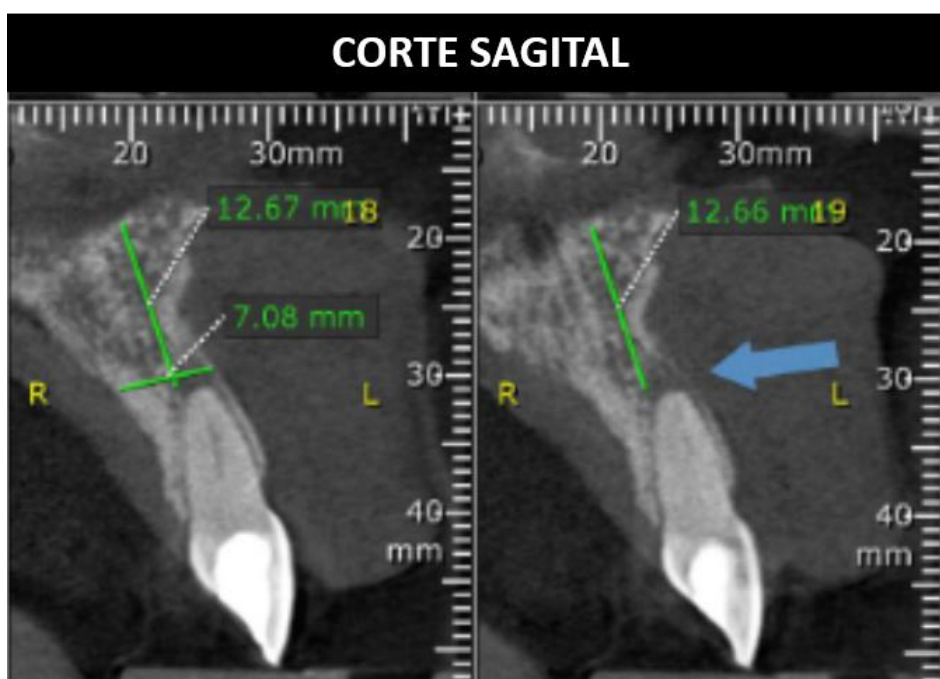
Cortes sagitais da tomografia computadorizada.
